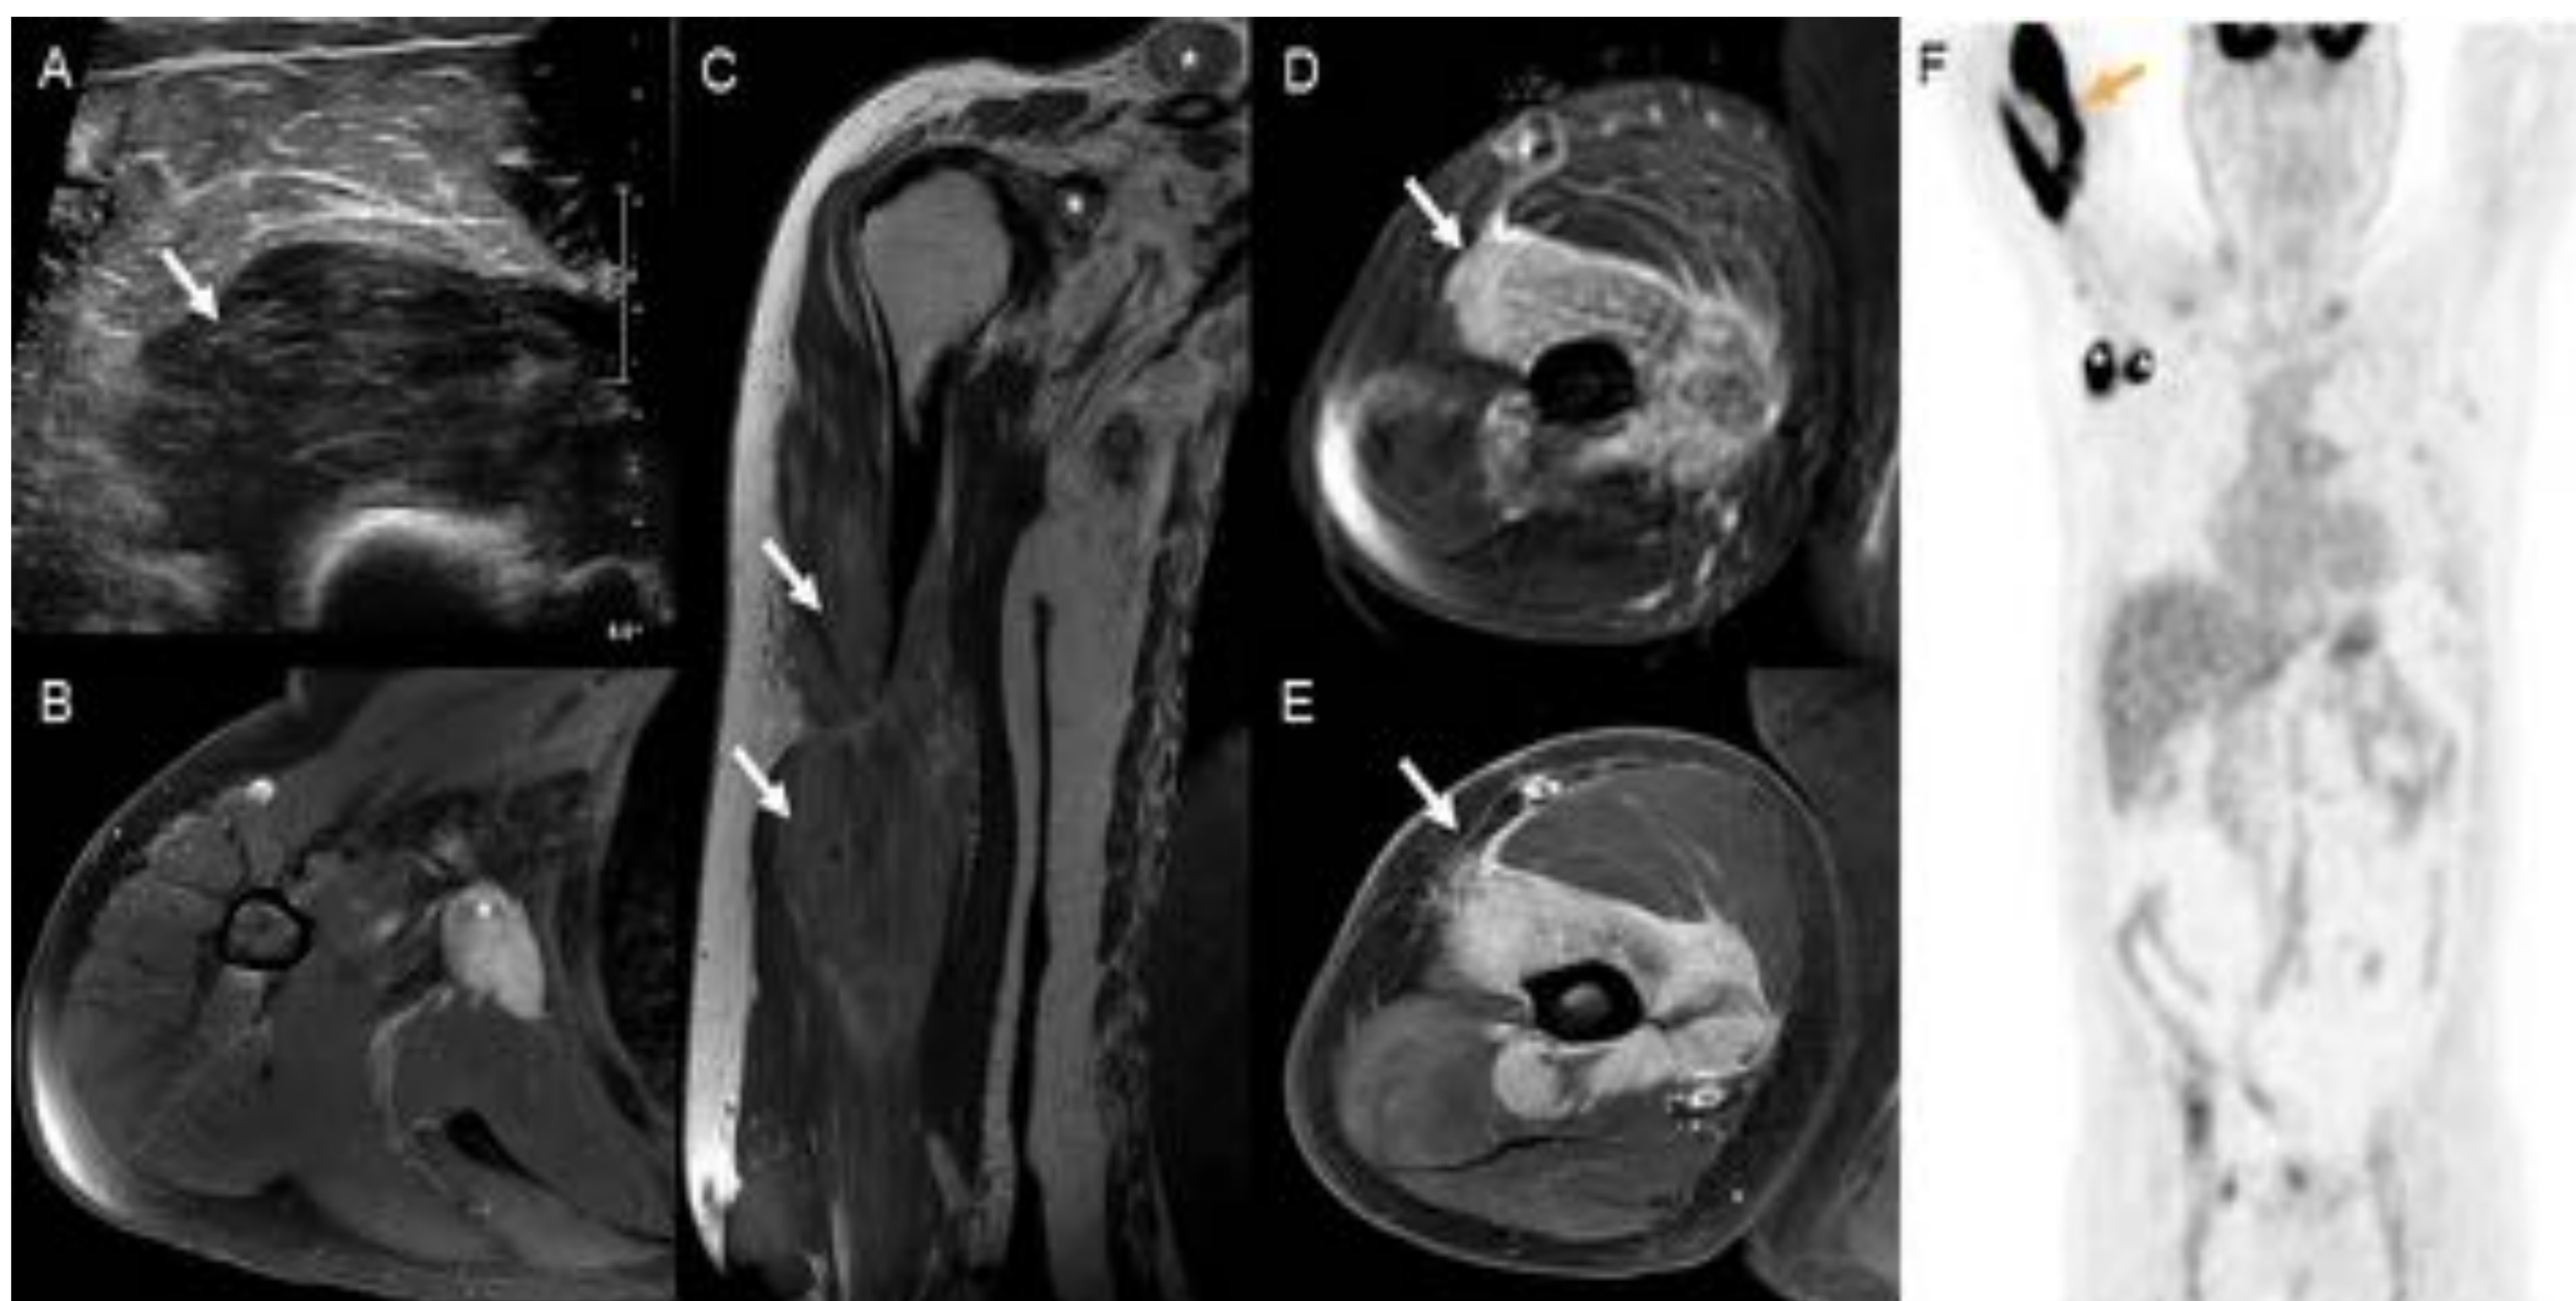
Linfoma muscular primario que afecta al músculo braquial derecho. Imagen de ecografía que muestra un engrosamiento difuso e hipocogénico del músculo braquial (A). RM con secuencias axial potenciada en T1 con supresión grasa tras la administración de contraste (B) coronal potenciada en T1 (C) axial potenciada en T2 con supresión grasa (D) y axial potenciada en T1 con supresión grasa tras la administración de contraste (E) que ponen de manifiesto una tumoración infiltrativa en el espesor del músculo braquial, de intensidad de señal intermedia-ligeramente hiperintensa respecto al músculo en T1, e hiperintensa T2 (flechas en C y D) con marcado realce tras la administración de contraste (flecha en E). Adenopatías deltopectoriales y en fosa supraclavicular (asteriscos en B y C). La imagen de ^{18}F -FDG-PET muestra un intenso metabolismo de la lesión (flecha naranja en F) y de las adenopatías (asteriscos) (F). La anatomía patológica reveló un linfoma no Hodgkin de células B tipo folicular.
